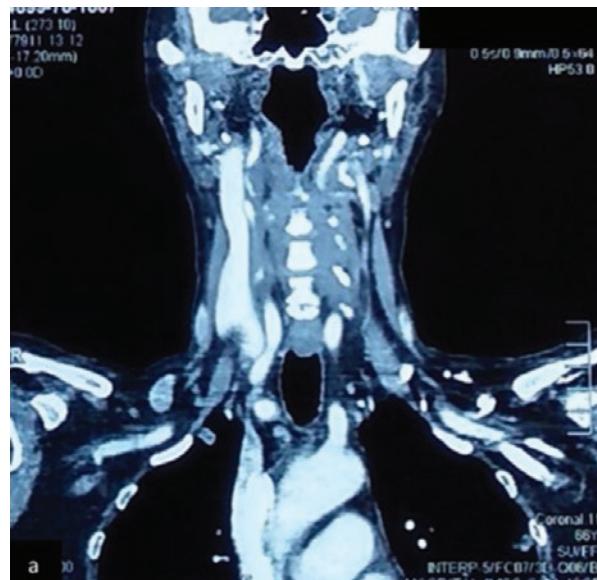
Tomografía computada de cuello. Corte coronal, sin evidencia de lesión ósea ni de tejidos blandos.
